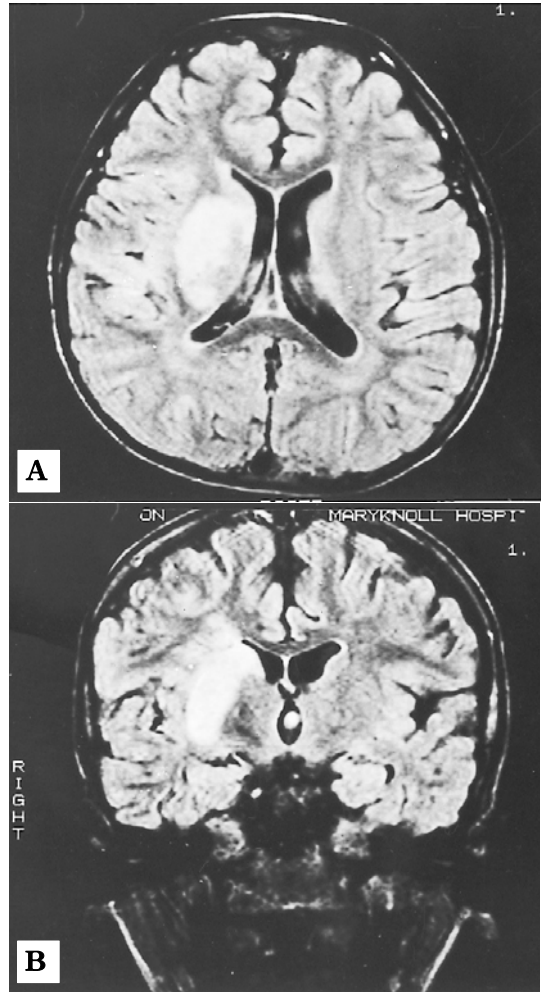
The MRI finding of the brain at the 10th hospital day. In sagittal(A) and coronal view(B), low/high signal intensity in T1 or FLAIR/T2WI of right basal ganglia(putamen) and caudate nucleus. Another low/high signal intensity in T1 or FLAIR/T2WI and sulcal widening at adjacent postcentral gyrus white matter.
